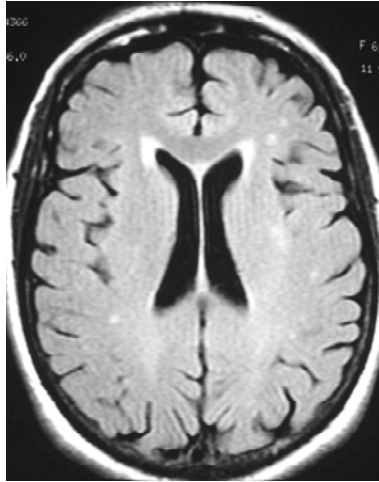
Flair axial con hiperintensidades aisladas del mismo paciente y en el mismo nivel que el corte de TC.
